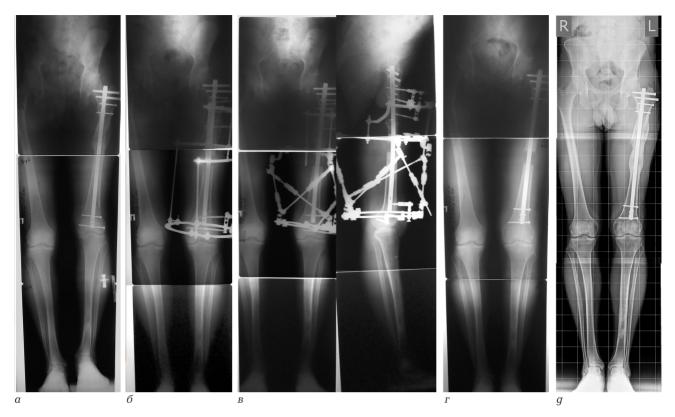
Рентгенограммы нижних конечностей пациента Φ . в процессе удлинения левой бедренной кости: a- до удлинения, достигнуто сращение на уровне ложного сустава; b- в начале дистракции; b- окончание дистракции с помощью ортопедического гексапода; b- после перехода на внутреннюю фиксацию; b- через 2 года после лечения
